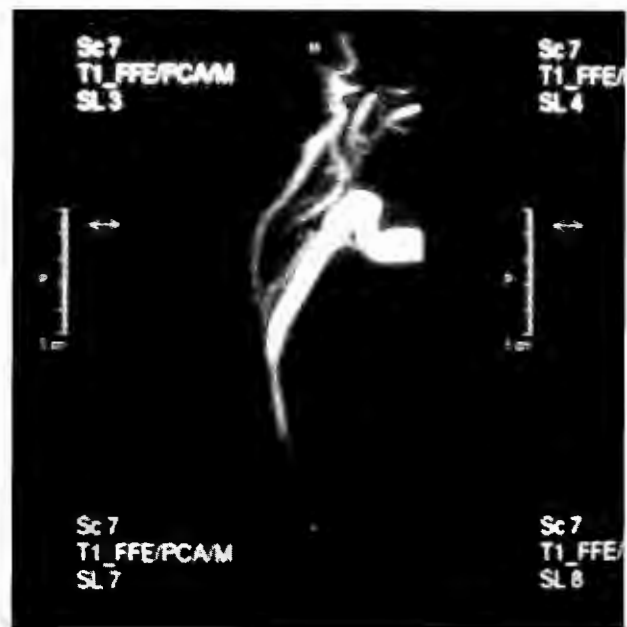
Angio resonancia con fase venosa y arterial en la que se dibuja el árbol arterial sin alteraciones y en la parte venosa, una dilatación anormal de la yugular interna.
